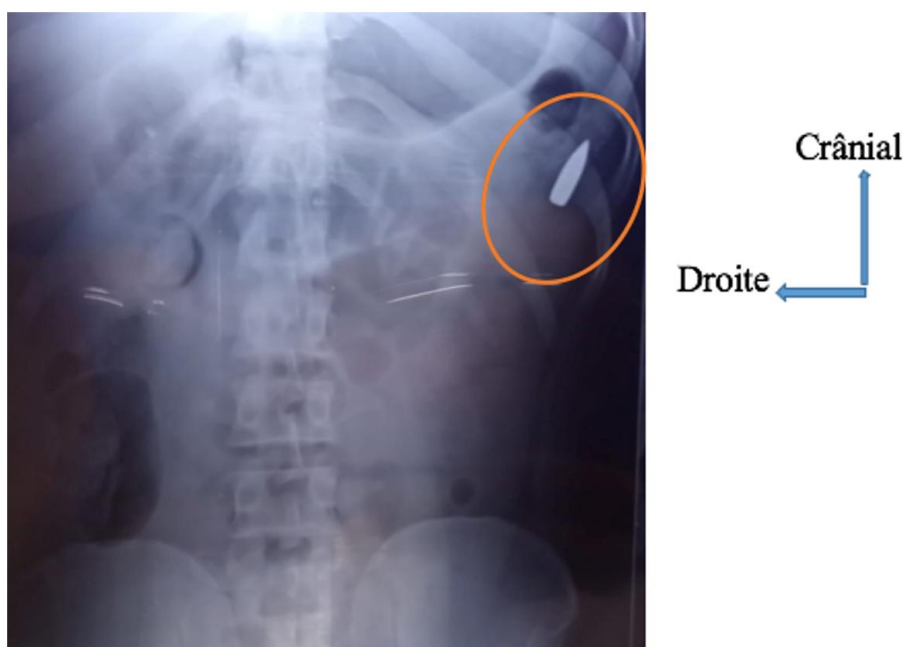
Radiographie standard de l'abdomen montrant le projectile dans l'hypochondre gauche (encerclé en orange)
